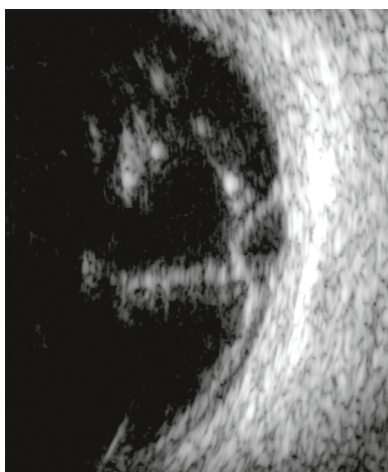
Aspect échographique d'un décollement rétinien périphérique assez localisé par mécanisme de traction vitréenne.
